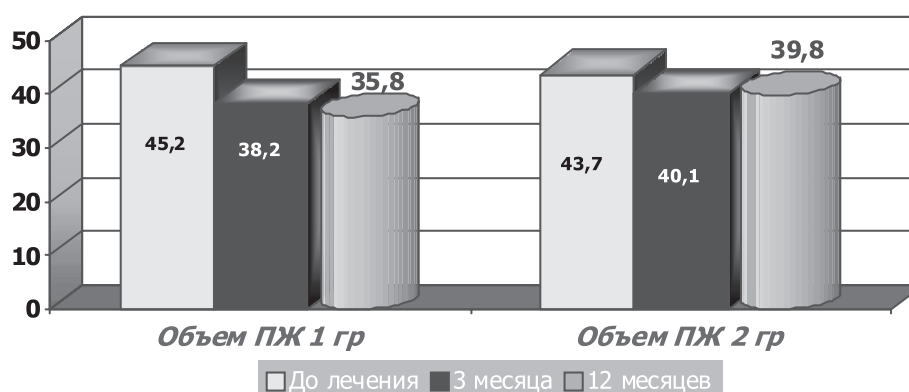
Объем ПЖ через 3 и 12 мес после начала лечения по данным УЗИ (см³)
